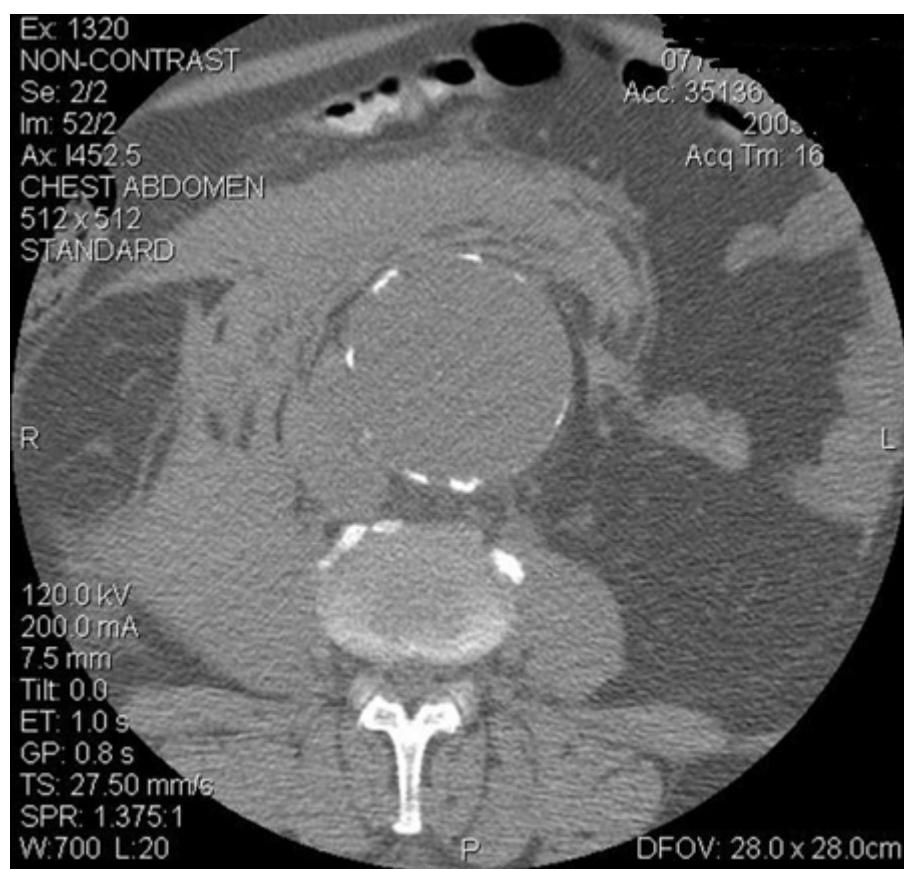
Tomografia computadorizada (TC) de aneurisma roto da aorta abdominal
